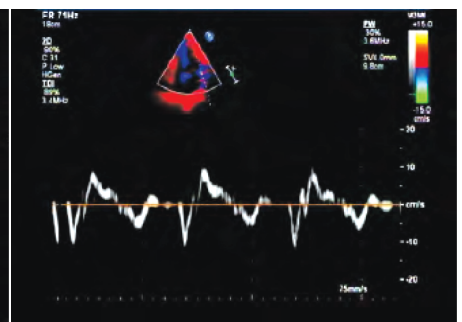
超声心动图测量 CKD 4~5 期组左室功能参数
